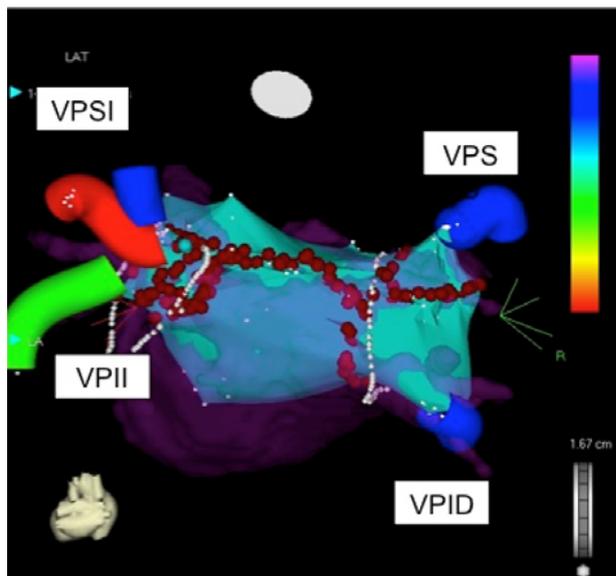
Ablación de venas pulmonares. Imagen electro-anatómica (Carto-XP) sobre RM cardíaca, mostrando la pared posterior de la aurícula izquierda, y las líneas de ablación (puntos rojos). VPSI: vena pulmonar superior izquierda II; inferior izquierda. SD: superior derecha. ID: inferior derecha.
